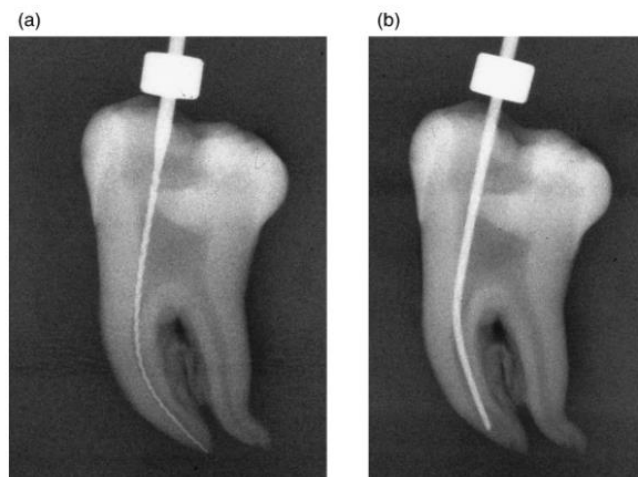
Molar humano extraído con un conducto radicular con curvatura. (a) Radiografía inicial con un instrumento de diámetro 15 insertado; curvatura 35 °. (b) Radiografía final después de la instrumentación con un diámetro de 40; curvatura 13 °. Como resultado de instrumentación, el conducto radicular se transportó marcadamente, se produjo una pérdida de longitud de trabajo y el canal enderezado.<sup>2</sup>
